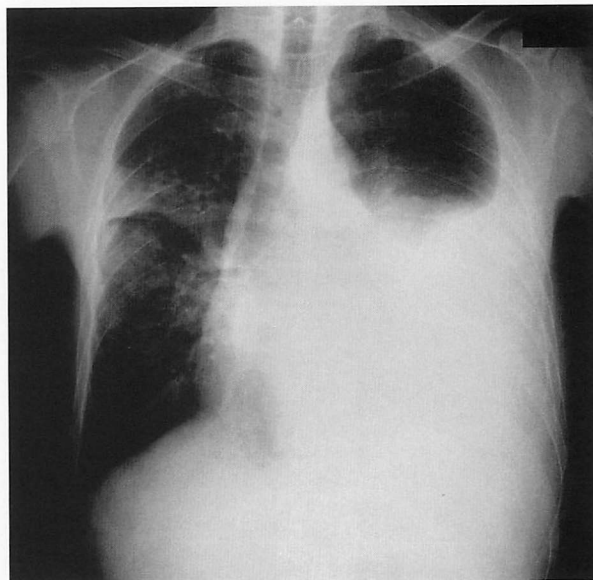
Chest radiograph showing massive left pleural effusion and an abnormal shadow in the right mid lung field
